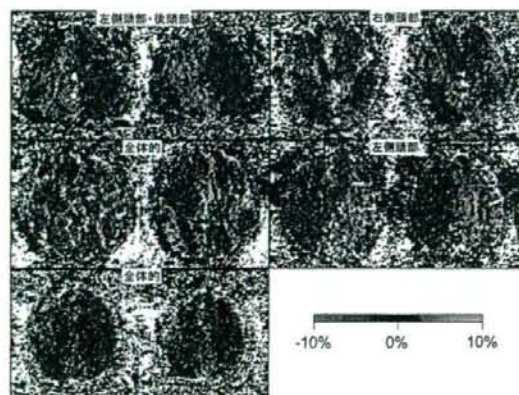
発作間欠期の片頭痛患者における二酸化炭素ガス投与によるMRI信号変化。左側に示す3患者は、頭痛知覚部位と信号変化部位が合致したが、右側2患者には両部位間の相関は見られなかった。
